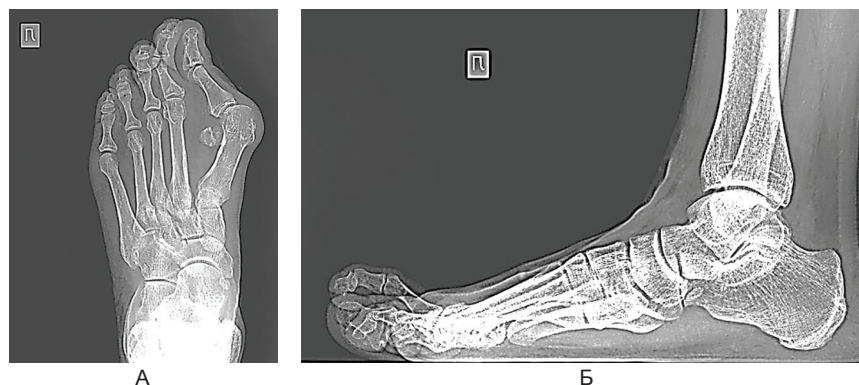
Данные рентгенографии левой стопы пациентки С. до операции: а – дорсоплантарная проекция, б – боковая проекция.
